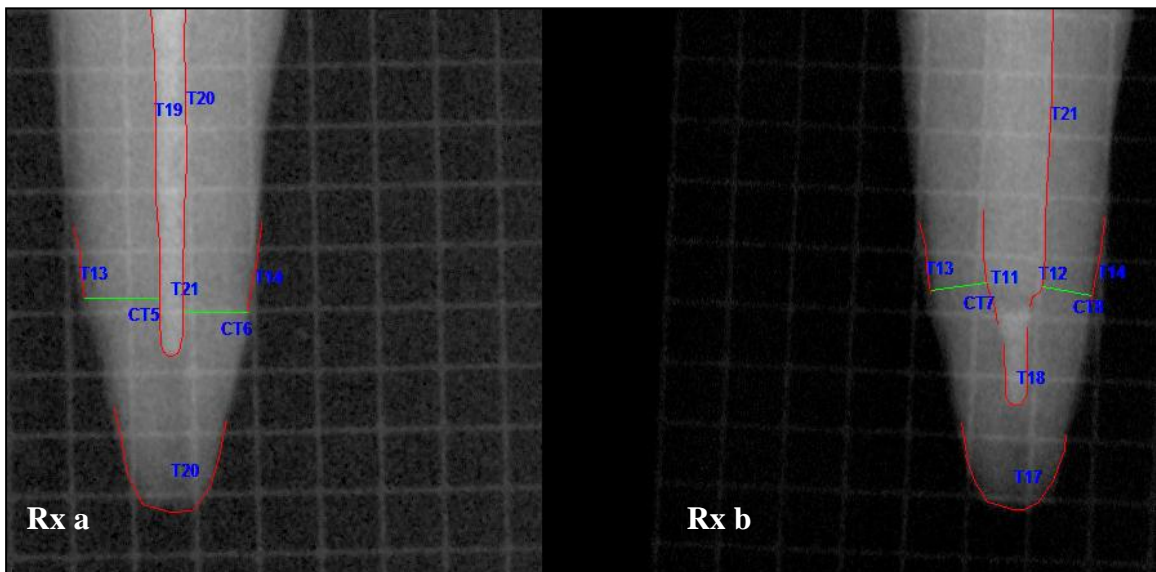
Contraste entre radiografías previas y posteriores a la instalación del poste.
